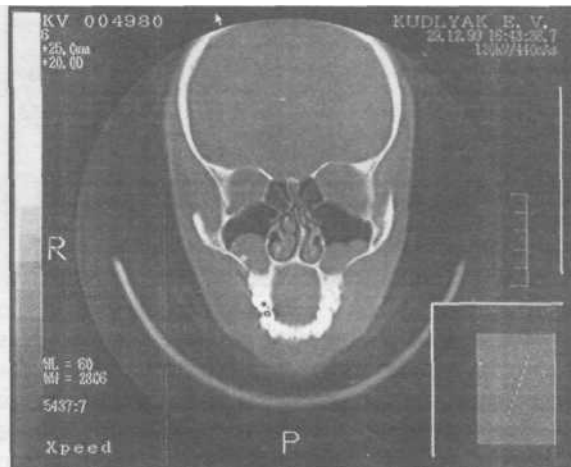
Компьютерная томограмма больной с двухсторонними кистами, расположенными в верхнечелюстных пазухах.
